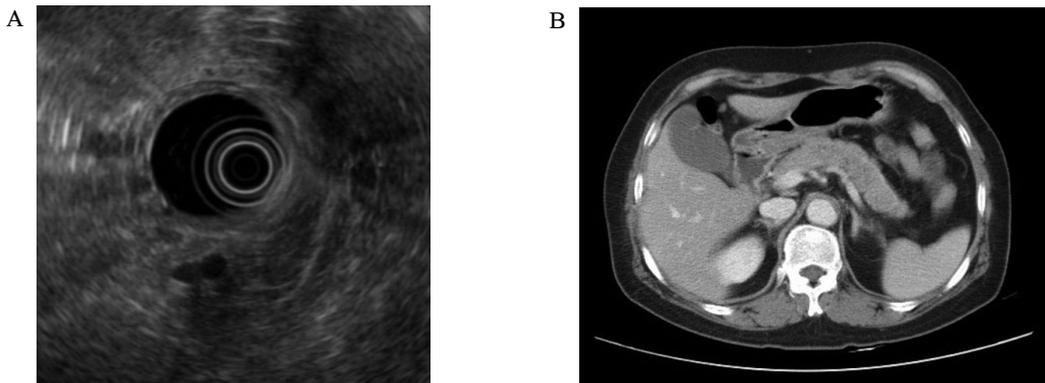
Pancreatic imaging studies showed no evidence of mass lesion. A. Endoscopic ultrasonography. B. Abdominopelvic computed tomography.
